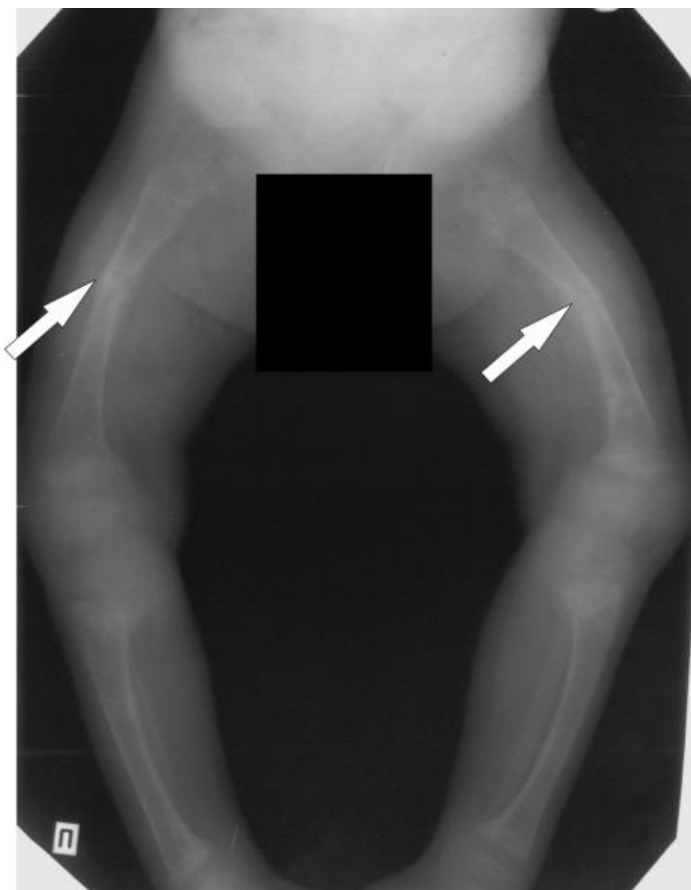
Рентгенограмма нижних конечностей ребенка, больного рахитом. Дугообразное искривление трубчатых костей, повышенная прозрачность, лоозеровские зоны перестройки (указаны стрелками) в диафизах бедренных костей
